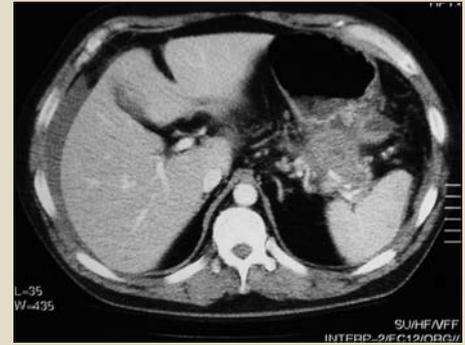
Tomografía computarizada abdominal en la que se aprecia la rotura del pseudoquiste anterior, con desestructuración de la pared y sangre contenida en su interior, así como hemoperitoneo.
